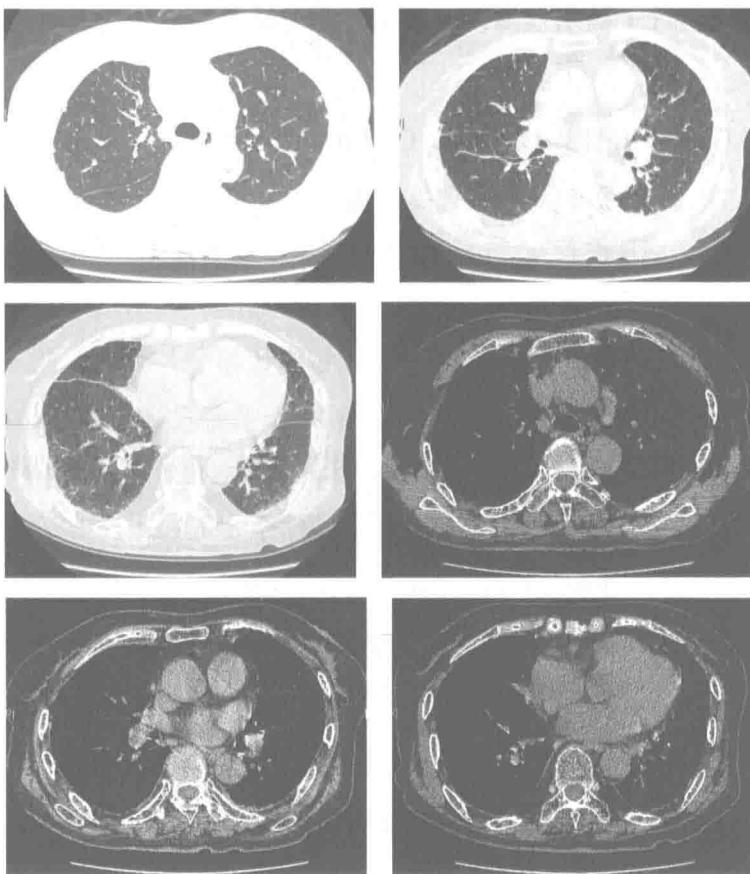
胸部 CT：经激素治疗 6 周后复查，
